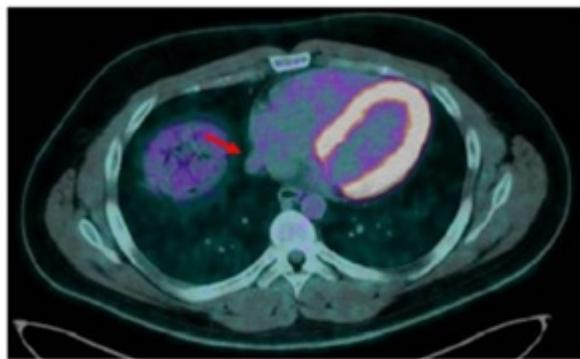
PET-TAC: Adenopatía para cava derecha.
